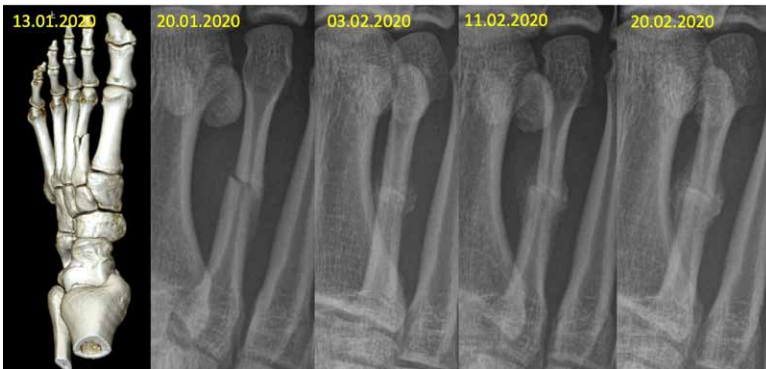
Röntgenbildverlaufsserie mit rascher Kallusbildung bei einem Bruch des 2. Mittelfußknochens
